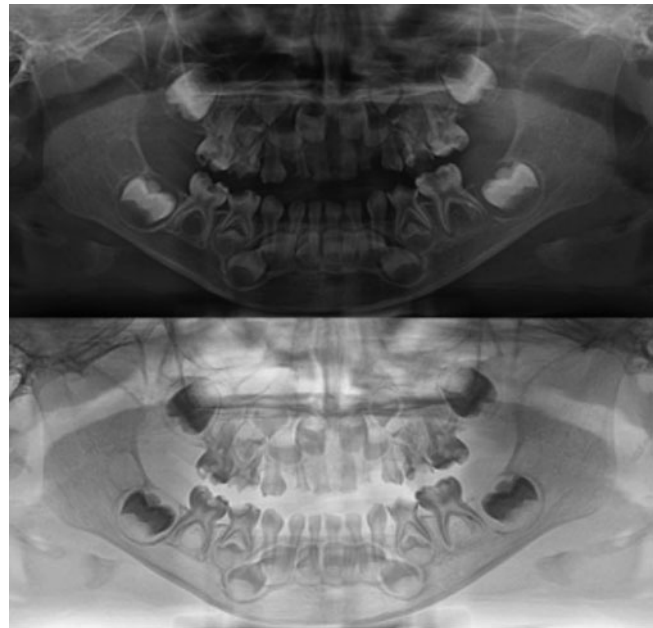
Radiografía panorámica, sin y con la inversión de la escala de grises, que muestra múltiples lesiones de caries.
